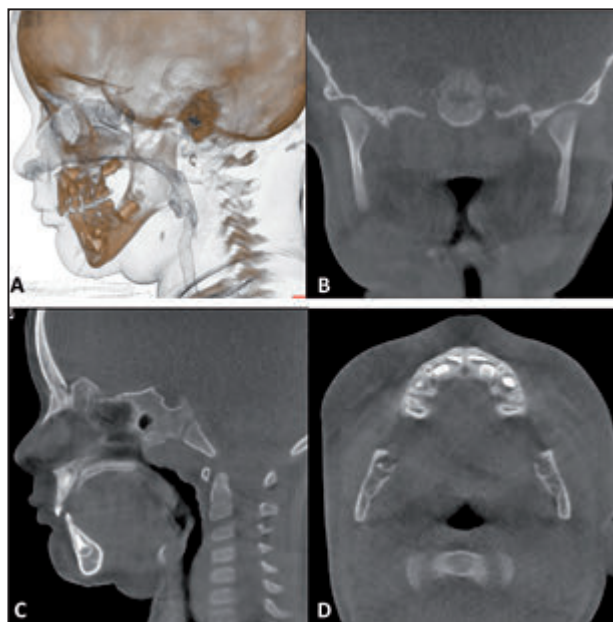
Imatge 3D (A) i talls coronal (B), sagital (C) i axial (D) d'un «Cone Beam», tomografia computada de feix cònic de vies aèries superiors.
